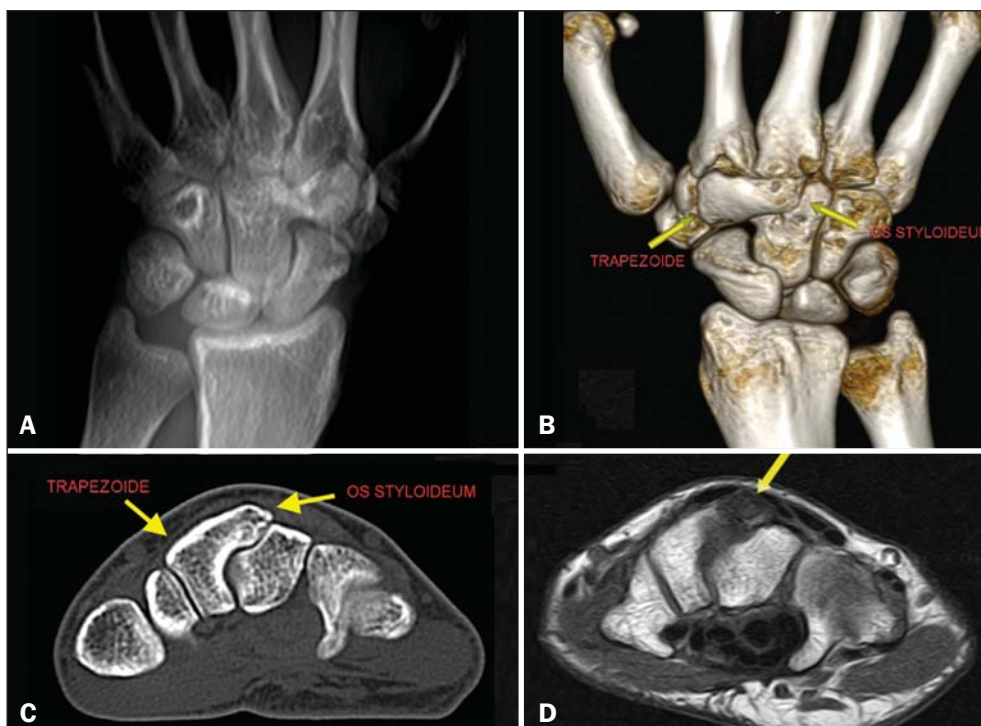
A: Radiografia digitalizada com indefinição do espaço articular entre o trapezoide e o capitato. B,C: Tomografia computadorizada em reconstrução tridimensional e em corte axial identificando o os styloideum fusionado ao trapezoide e neoarticulando-se ao capitato. D: Ressonância magnética em sequência T1 demonstrando o os styloideum, com edema ósseo adjacente à neoarticulação (neopapilite).
